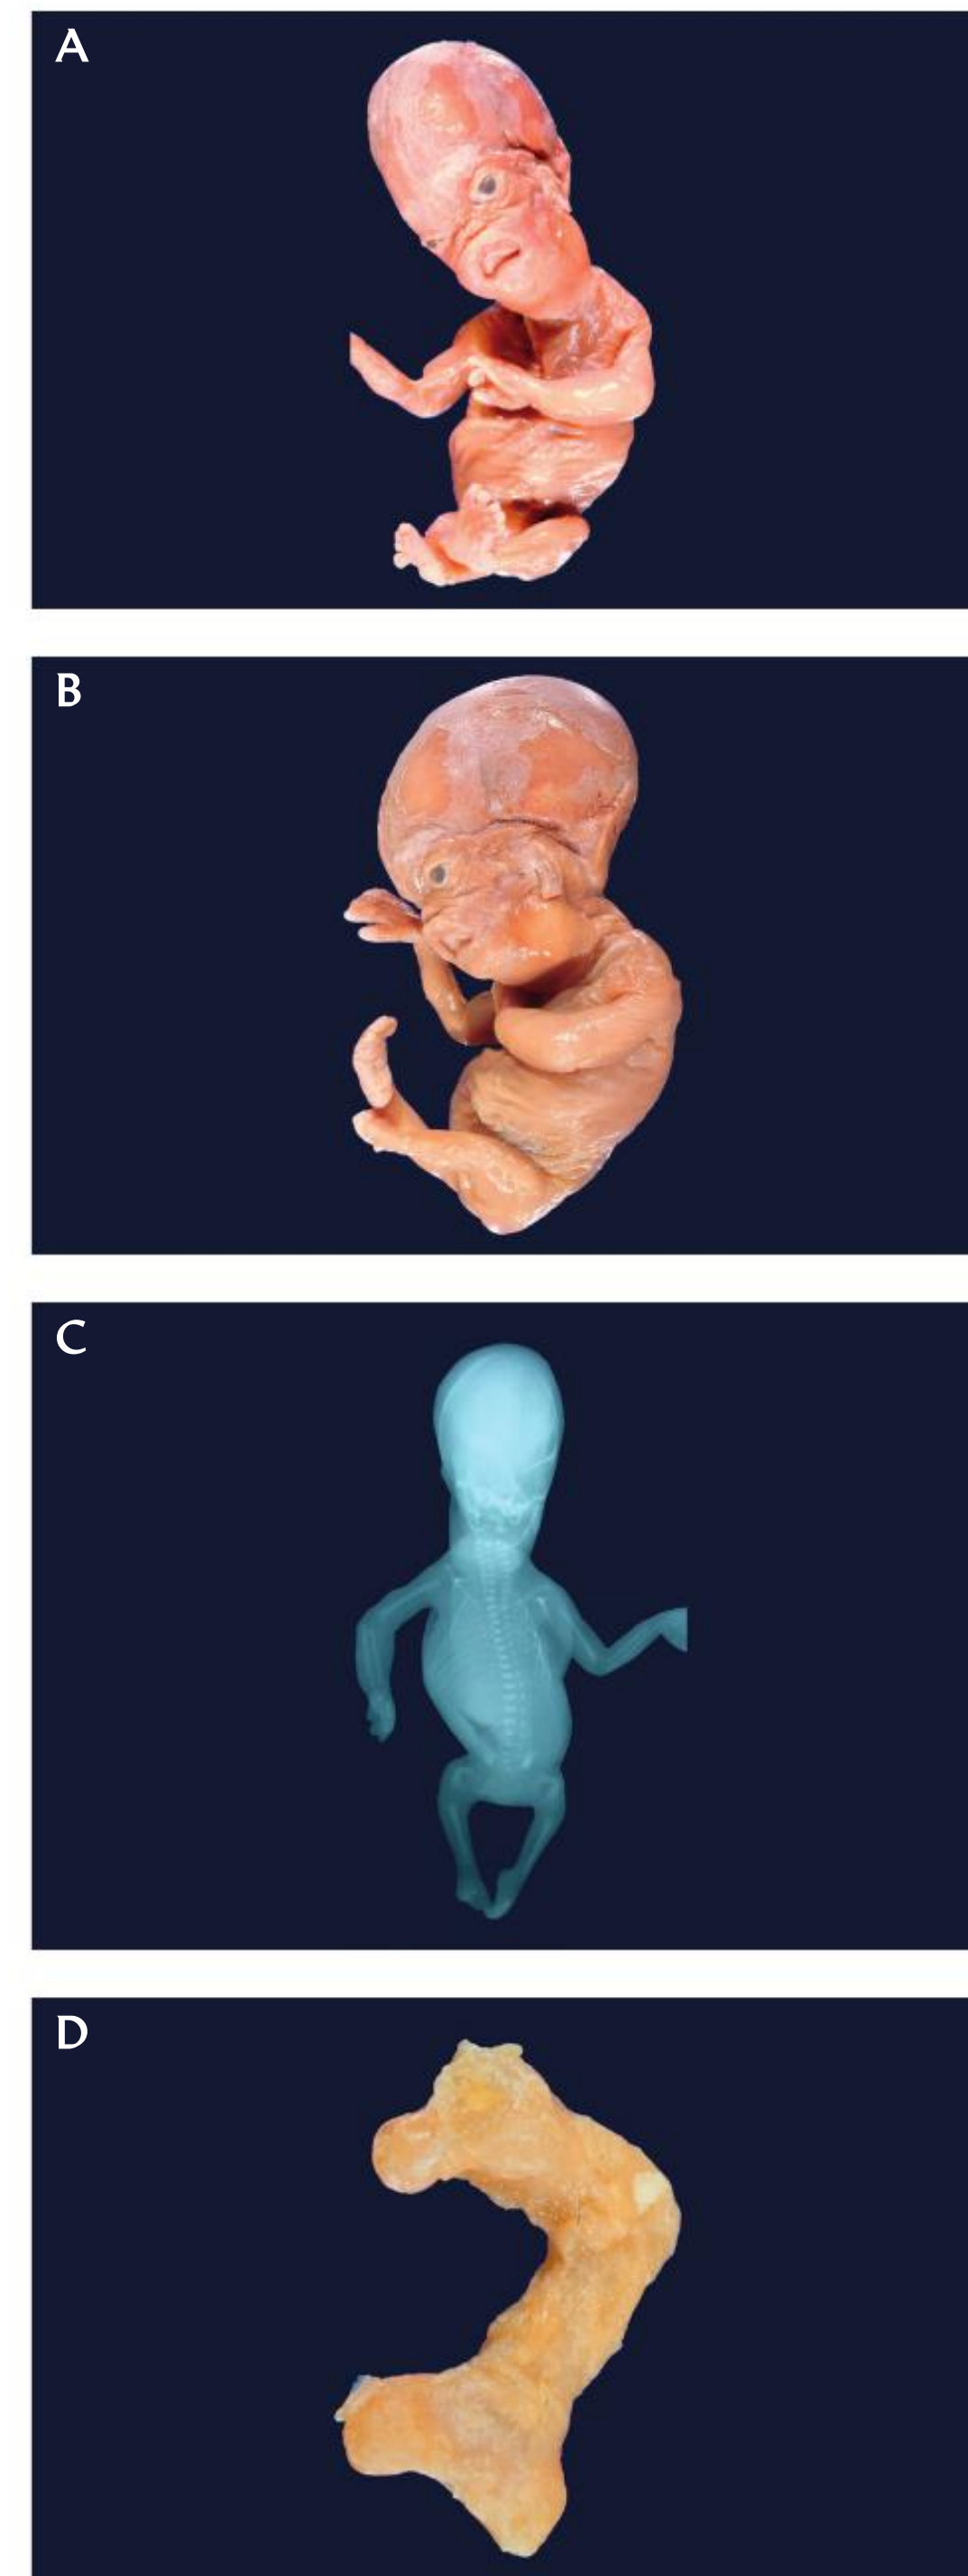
Feto humano de 14 semanas del sexo masculino con displasia tanatofórica. A. Vista anterior del feto. B. Radiografía *post mortem* en proyección anteroposterior. C. Vista lateral izquierda del feto. D. Fémur izquierdo aislado. Nótese las alteraciones externas del feto y la morfología del fémur (en "B y D") en forma de auricular de teléfono
